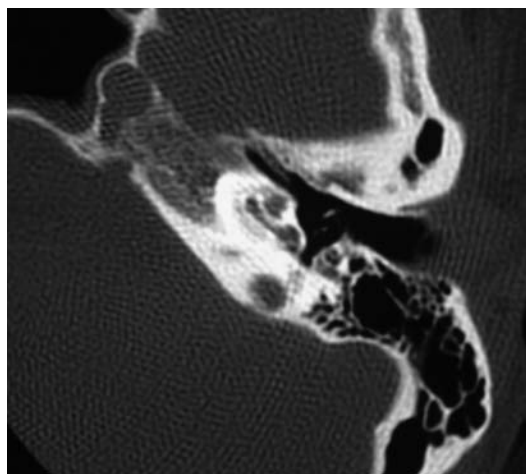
TC axial mostrando importante descalcificación en el interior de la cóclea.
